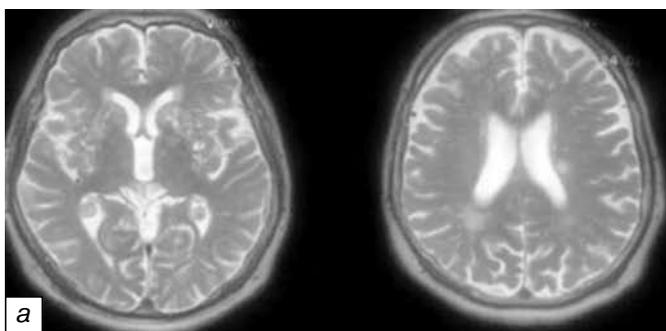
МРТ головного мозга больного В., 69 лет, множественные очаги ишемии в белом веществе с двух сторон: а) — Т2ВИ; б) — Т1ВИ
